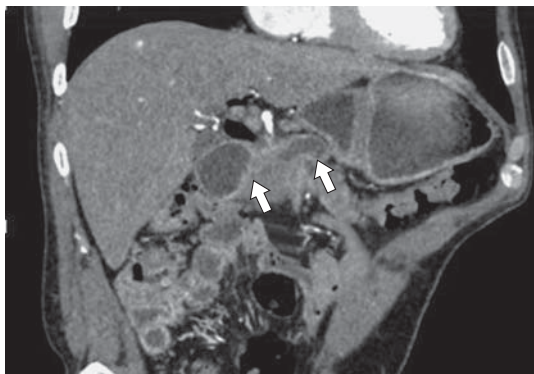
Компьютерная томограмма. Опухоль головки ПЖ, прорастание стенки ДПК. Артериальная фаза, корональная проекция. В дистальных отделах ПЖ виден расширенный проток, ДПК также расширена, медиальная ее стенка входит в структуру опухоли.
